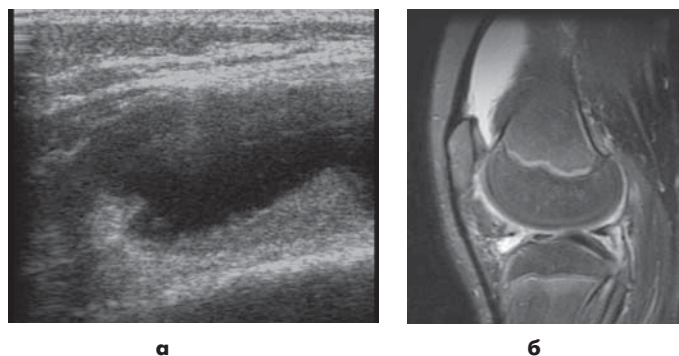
Исследование коленного сустава пациента с олигоартритической формой ЮХА. а - УЗИ области супрапателлярного пространства; б - регистрация синовиального выпота по МРТ, T2 ВИ FAT SAT.
